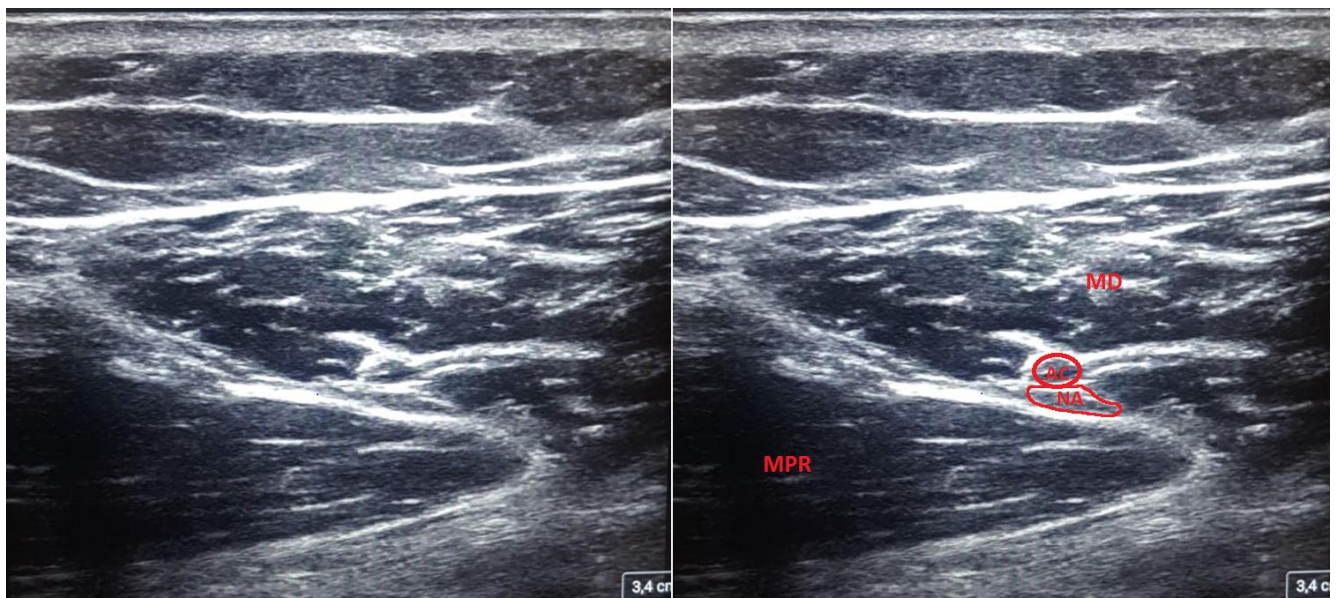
vue échographique du bloc du nerf axillaire, MPR = muscle petit rond, MD = muscle deltoïde, AC = artère circonflexe, NA = nerf axillaire
